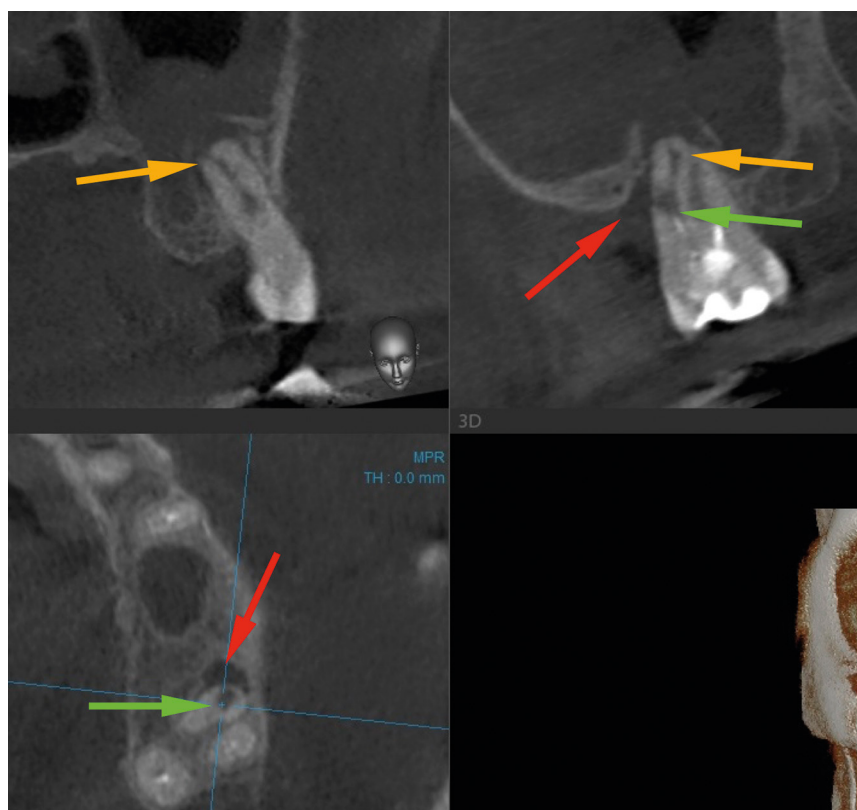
Предоперационное КЛКТ зуба 27. Сагиттальная, коронарная и аксиальная проекция мезиально-щечного корня: зеленая стрелка – внутренняя перфорирующая резорбция на уровне средней трети корня, красная стрелка – костный карман в проекции перфорации, желтые стрелки – апикальная резорбция. Периапикально наблюдается рентгенопрозрачная деструкция костной ткани размером 4 на 4 мм с частичной деструкцией кортикальной пластинки дна верхнечелюстной пазухи
